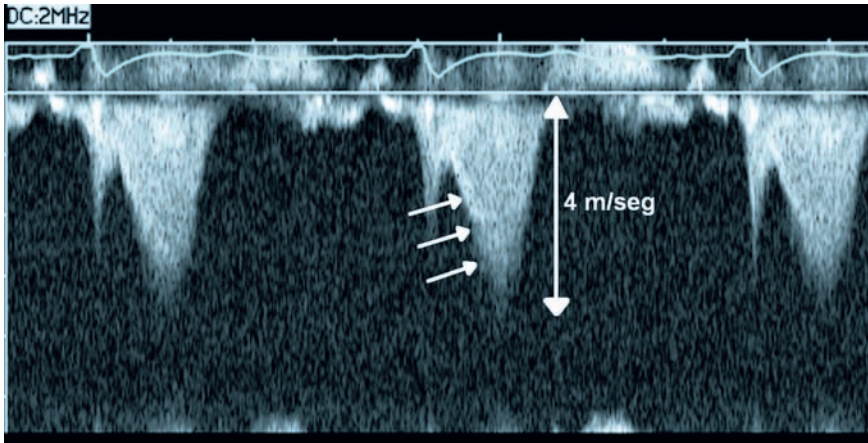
Doppler continuo a través del tracto de salida del ventrículo izquierdo. Se registra un gradiente importante a través del mismo (64 mmHg) con pico tardío típico de miocardiopatía hipertrófica.
